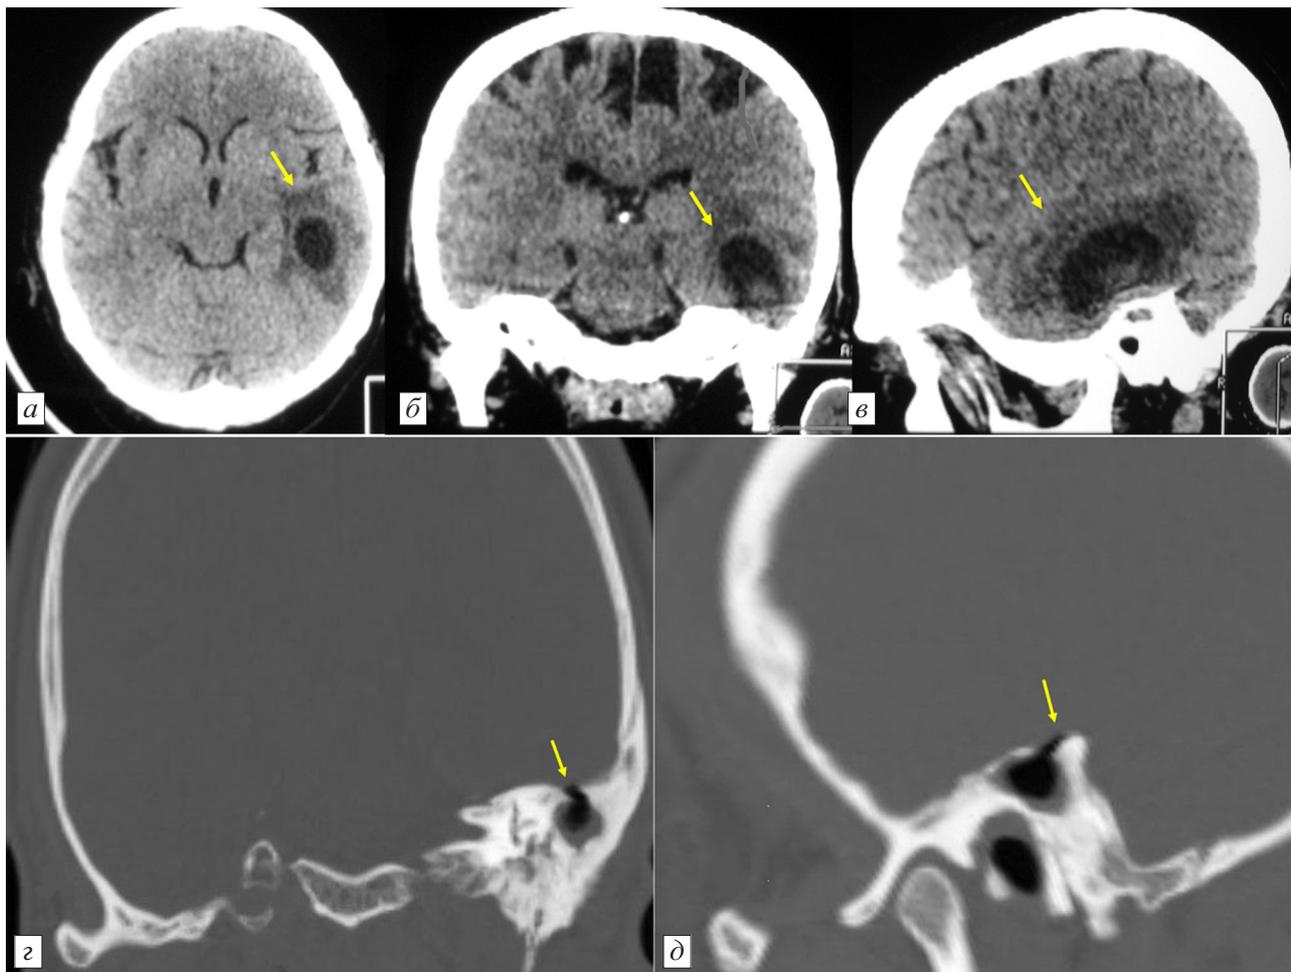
МСКТ головного мозга пациентки К., 54 года. Диагноз: отогенный абсцесс левой височной доли головного мозга, хронический эпителимпанит слева, холестеатома, хронический деструктивный мастоидит.
